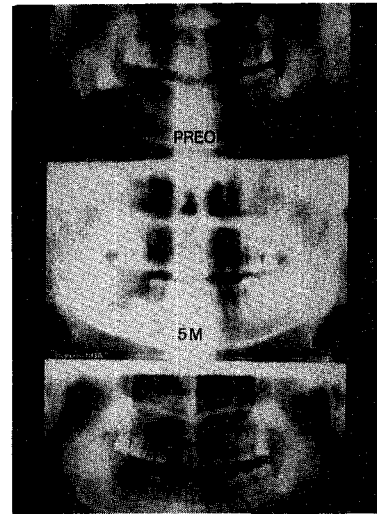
우측 하악골에 발생한 함치성낭종을 적출하고 혼합매식한 후 방사선 소견
